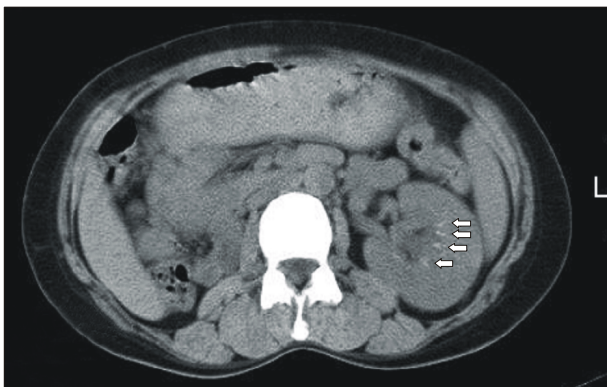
Papillary calcification in the left kidney on unenhanced spiral computed tomography in our study (white arrows).
